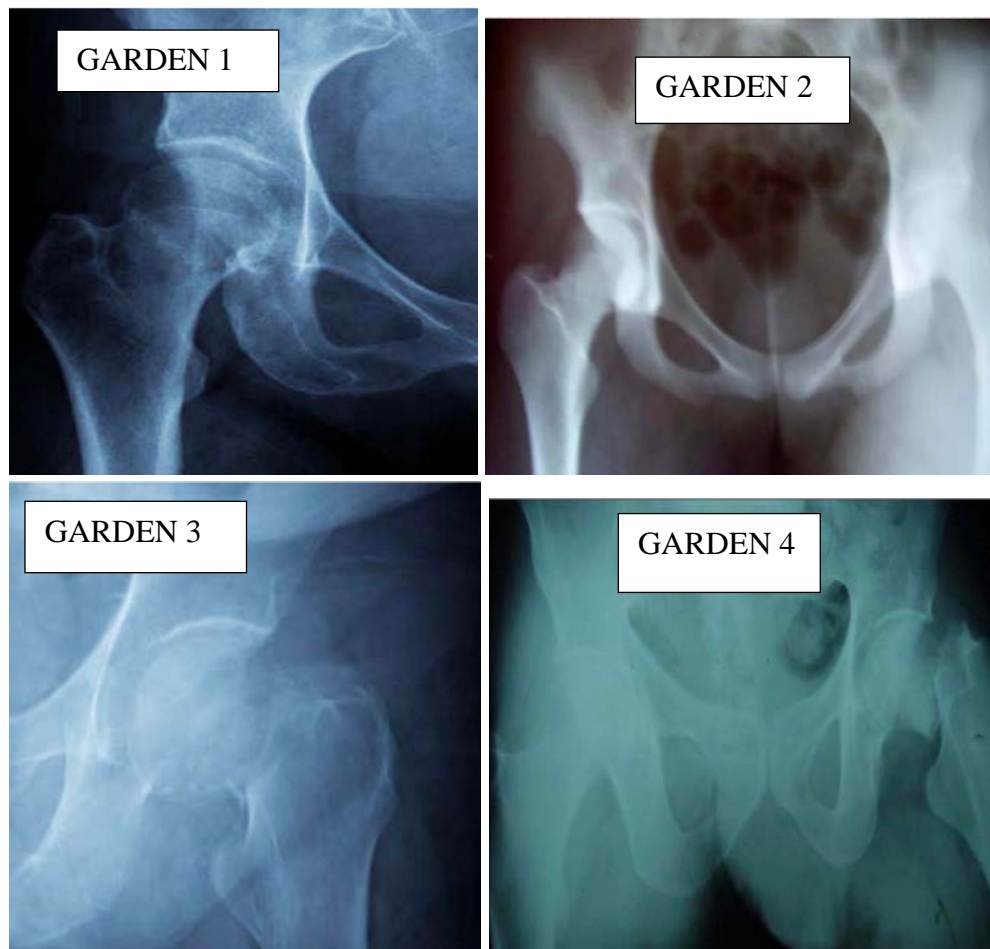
Radiographie montrant les types de fracture du col fé moral selon la classification de Garden.
